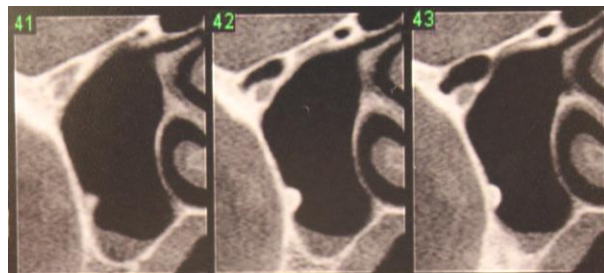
Foto da Tomografia Computadorizada, corte 41-43;
